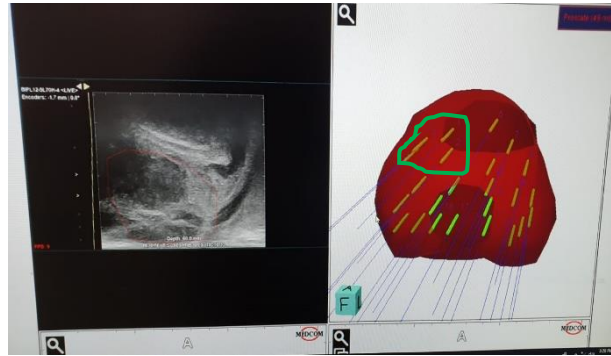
Fusioniertes Ultraschall-MRT-Bild mit Stanzmarkierungen
